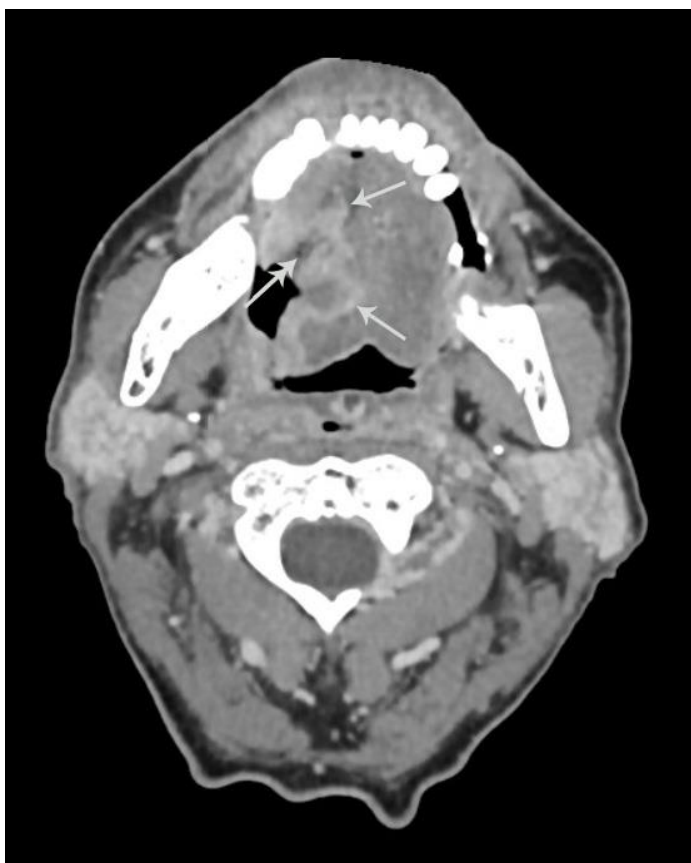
Компьютерная томограмма тканей ротовой полости в аксиальной проекции с внутривенным контрастированием. Рак языка. Визуализируется асимметрия тканей языка за счет наличия неоднородной зоны в правом боковом отделе языка (стрелки), активно накапливающей контрастный препарат по периферии, средней плотностью +89HU (min/max +39...+121HU), центральная часть зоны – гиподенсивная (двойная стрелка).
